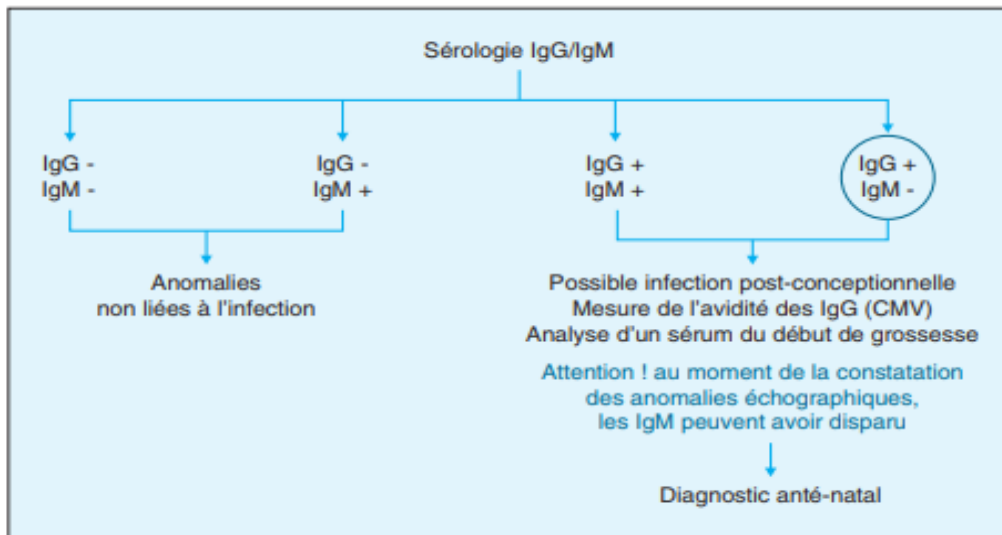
Interprétation des sérologies en cas d'observation d'anomalies échographiques évocatrices de l'infection virale.
